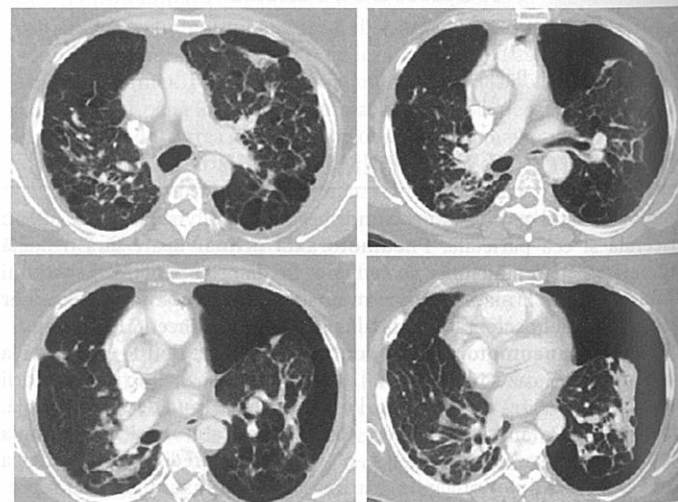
Pneumotorax spontan secundar. CT al unui pneumotorax spontan secundar mare pe partea stângă. Observați emfizemul bulos difuz.
